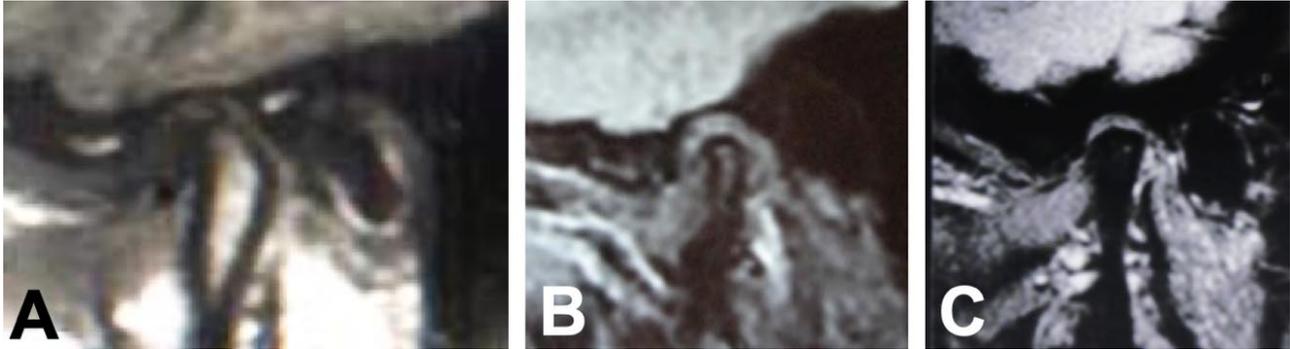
Corte sagital de resonancia magnética (RNM) al inicio del tratamiento de la reabsorción condilar progresiva (RCP) (A) y en los controles a los 5 (B) y 7 años (C) de uso de la férula oclusal. En la imagen inicial (A) se observa una pérdida de la forma del cóndilo mandibular, desplazamiento del disco articular y reducción del espacio intraarticular. A los 5 años de tratamiento con férula oclusal (B), se evidencia recuperación del tejido óseo en el cóndilo mandibular, con restablecimiento de su forma anatómica. El disco articular recupera su posición normal y se restituye el espacio intraarticular. En el control a los 7 años (C), se aprecia un aumento de la masa ósea condilar, manteniéndose el disco articular en una posición adecuada.
